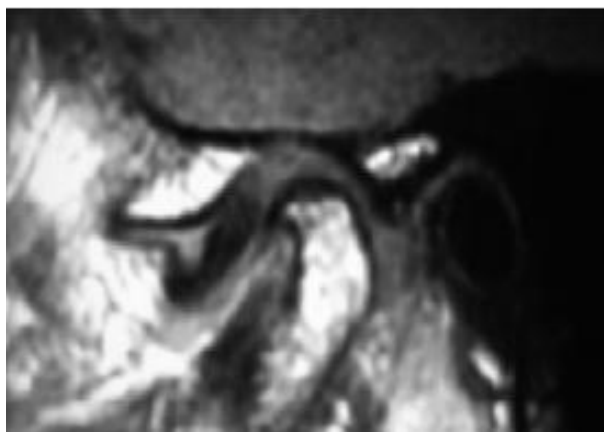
Secuencia T1 de una RM donde se aprecia un desplazamiento discal anterior en boca cerrada y una morfología anómala del disco articular (pérdida de la morfología característica en “reloj de arena”).
